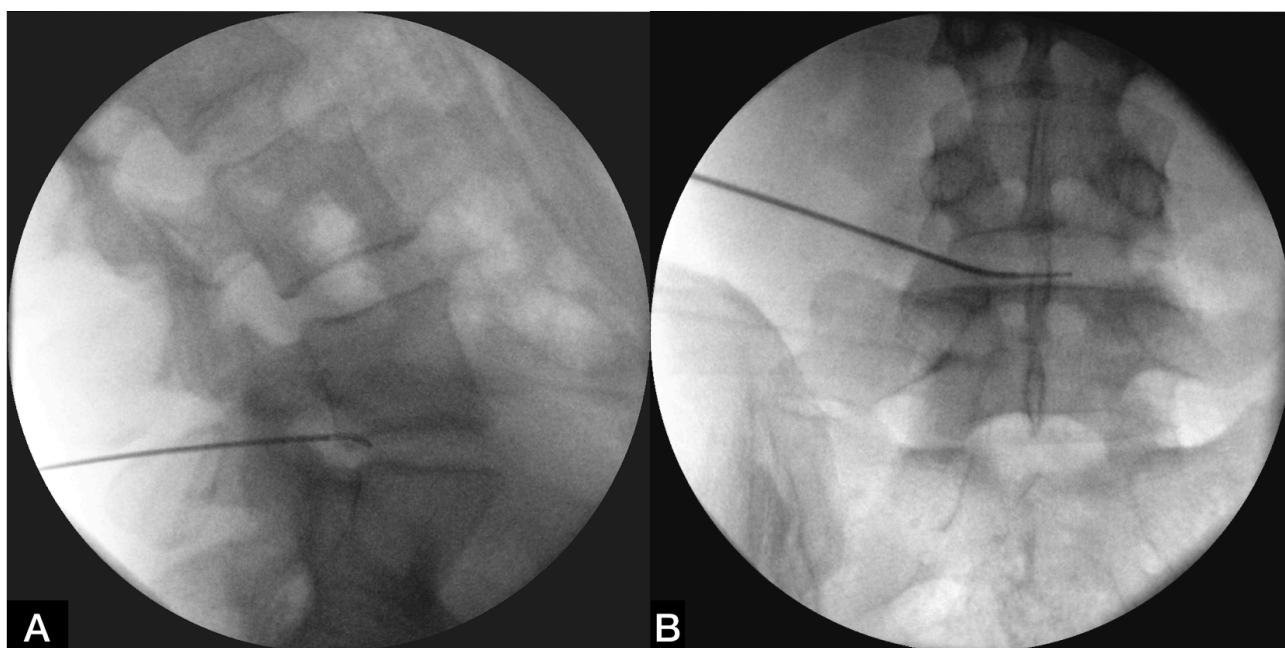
Интраоперационная рентгенограмма в боковой (А) и прямой (В) проекции. Канюля и электрод для аннулопластики установлены в задние отделы фиброзного кольца
